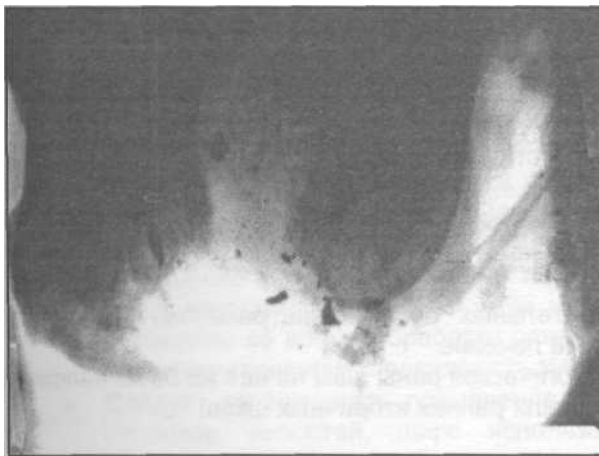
Рентгенограмма нижней челюсти больного с огнестрельным ранением (имеется дефект костной ткани).
